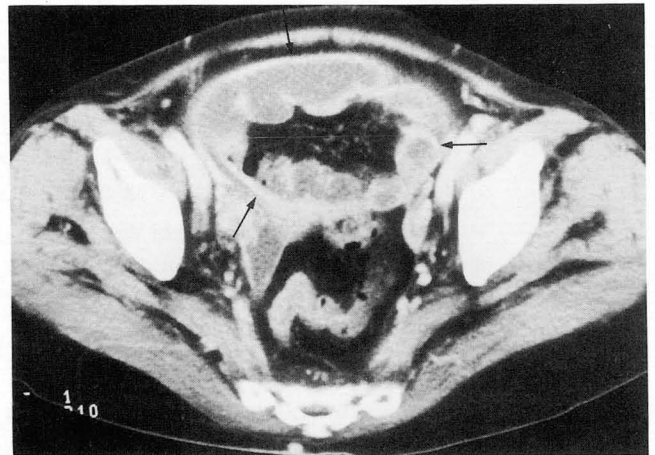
Contrast enhanced CT scan through the pelvis shows cocoon formation (arrows) characterized by thickening of the peritoneum which encloses some small intestines.
